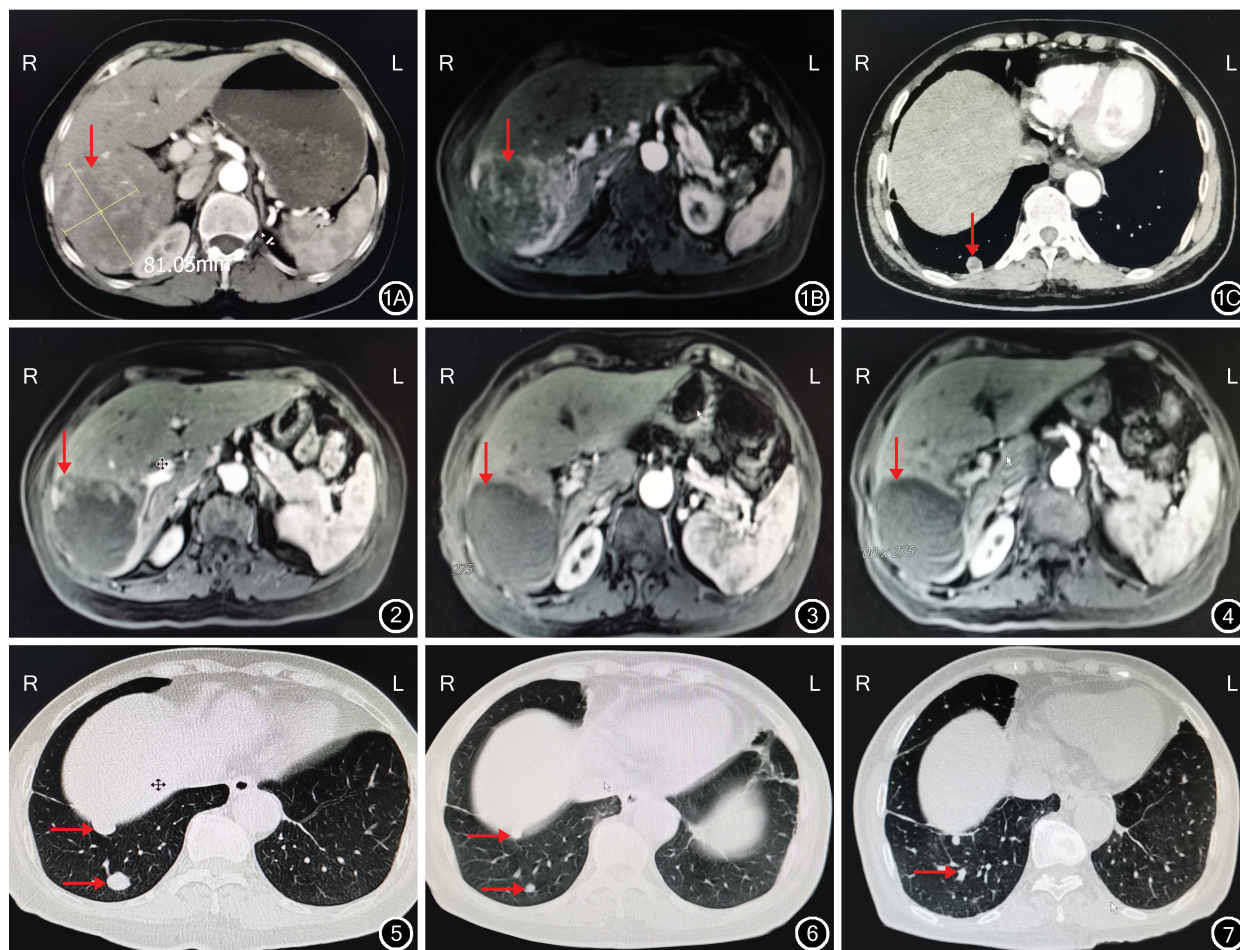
病人治疗前肝脏和胸部CT及磁共振成像检查结果 1A:病人治疗前肝脏横断面CT检查结果示肝内病灶最大约为81.06 mm×56.38 mm(↓); 1B:病人治疗前肝脏横断面磁共振成像检查结果示肝脏占位性病变(↓); 1C:病人治疗前胸部横断面CT检查结果示纵隔窗肺转移灶(↓) 图2 病人2020年4月行第2次肝动脉化疗栓塞治疗后磁共振成像检查结果示肿瘤坏死灶(↓) 图3 病人2020年7月复查核磁共振成像结果示肝内肿瘤坏死灶增大,强化减少,评估为肿瘤部分缓解(↓) 图4 病人2021年3月复查核磁共振成像结果示肝内病灶仍以坏死为主(↓),病情稳定 图5 病人2020年3月复查胸部横断面CT结果示肺部转移灶(→) 图6 病人2020年11月复查胸部横断面CT结果示肺部转移灶缩小(→) 图7 病人2021年6月复查胸部横断面CT结果示肺部转移灶较前增多,并出现新发转移灶(→)
